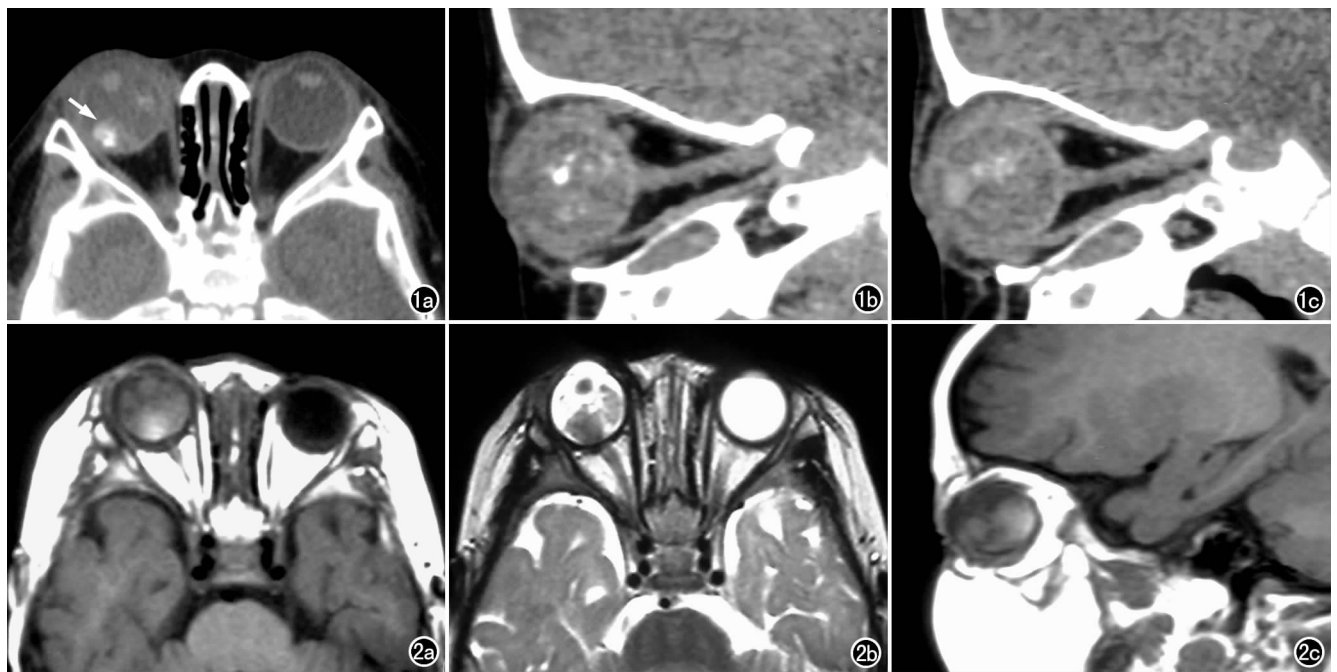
右眼RB。a) 横轴面CT示右侧眼球后极向球内突出的软组织肿块(箭),密度较高,伴不规则斑点状钙化; b) 矢状面重组图像示肿块形态不规则,可见多个斑点状钙化; c) 矢状面重组图像示视神经粗细均匀。图2 右眼RB。a) T_1 WI示右眼后极明显高于玻璃体信号的肿块; b) T_2 WI示肿瘤信号低于玻璃体,视神经无增粗; c) 矢状面 T_1 WI示右眼后极肿块突向眼球内生长,形态不规则。
